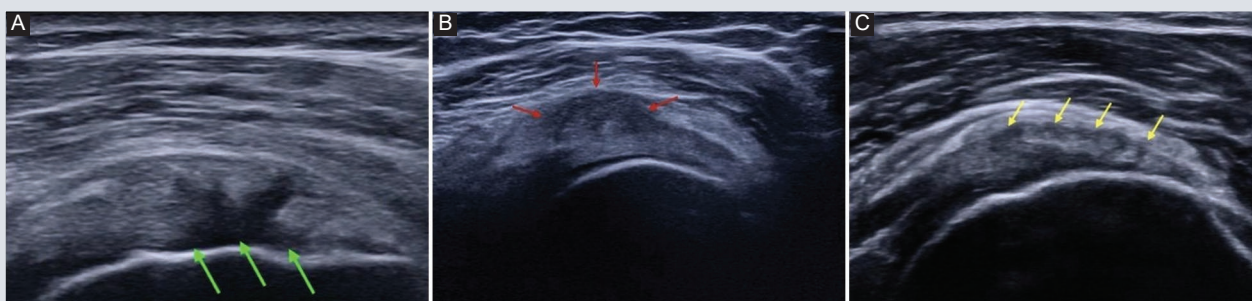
A-C: imágenes por ultrasonido en modo B, donde se ejemplifican las lesiones en la superficie articular (flechas verdes), bursal (flechas rojas) y con predominio intrasustancia (flechas amarillas) del tendón del músculo supraespinoso.
